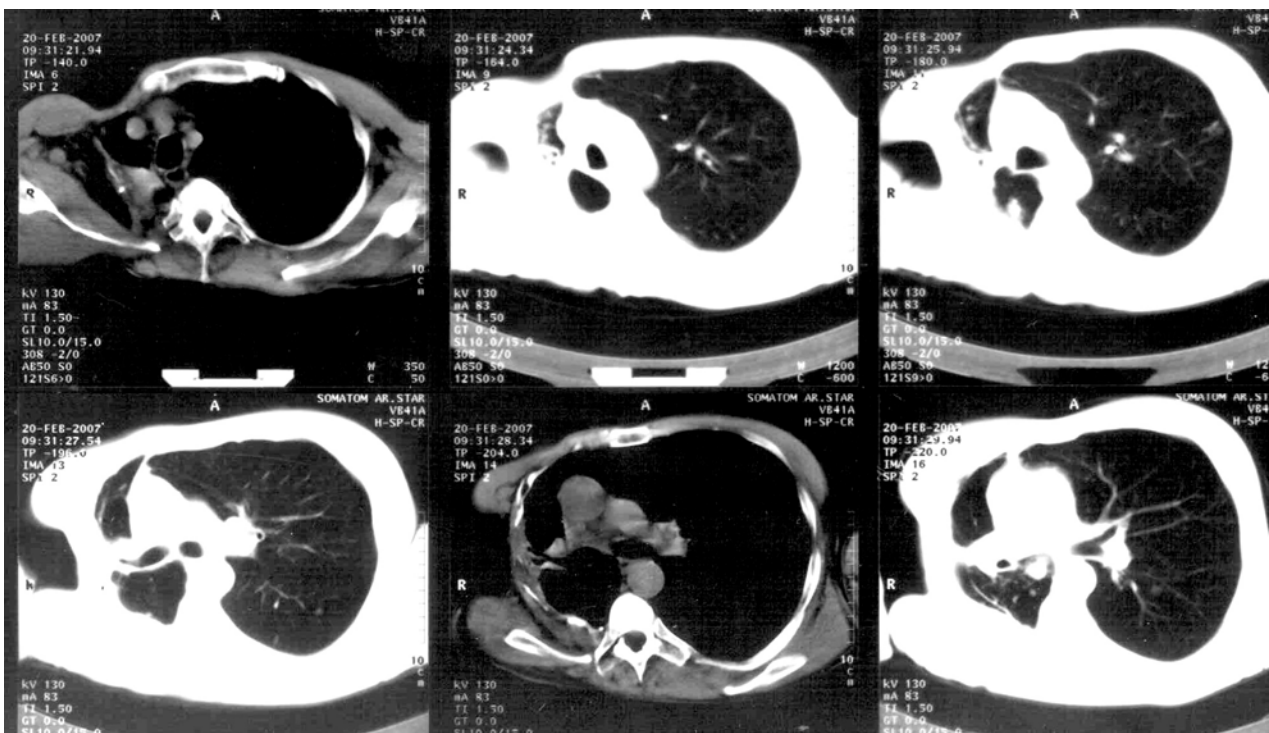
Хворий В., іст. хв. № 2245 (комп'ютерна томографія через 24 міс. після операції). Резистентність МБТ до (H, R, S, E, Z, Et, Pf, Rb, K, Am)
